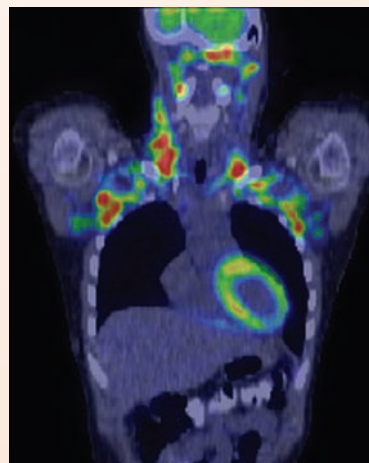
▲ Imagen frontal de tomografía de emisión de positrones/tomografía computarizada (PET/CT) de una mujer joven sana. Esta parte superior del corte frontal de una PET/CT de cuerpo entero, muestra un aumento bilateral importante en la captación de 18F-FDG (color rojo) en el cuello, la región supraclavicular y la región axilar superior. Nótese que una captación moderadamente elevada del marcador radiactivo también es detectable en el miocardio (color amarillo). Las regiones de gran actividad metabólica se correlacionan con el patrón de distribución del tejido adiposo pardo de baja densidad. Las imágenes de PET/CT permiten la detección precisa de las regiones con aumento en la captación de 18F-FDG y la diferenciación entre la captación del marcador por el tejido adiposo pardo y los hallazgos en los tumores malignos. (Gentileza de la Dra. Jolanta Durski).
